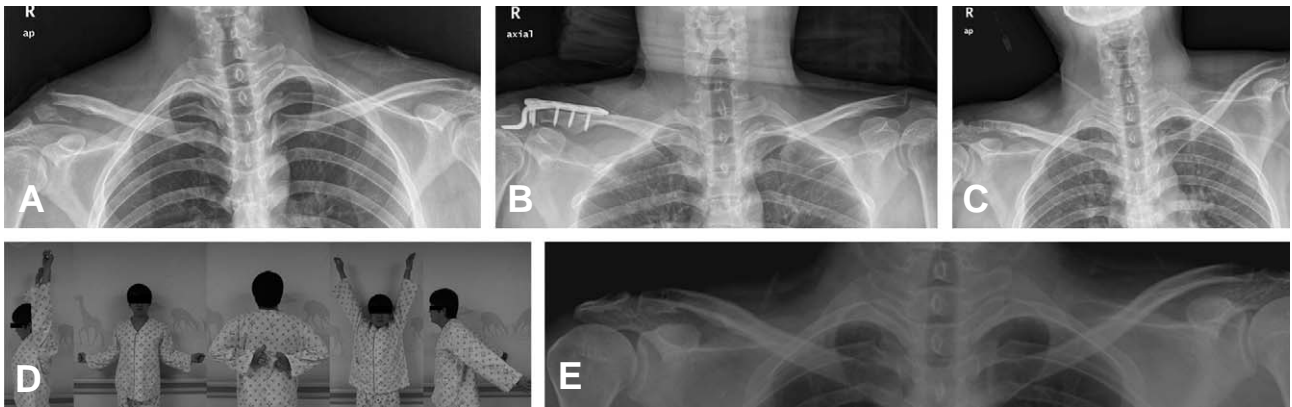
Radiographs of a distal clavicle fracture in a 26-year-old man. (A) Preoperative radiographs. The fracture was diagnosed as Neer type II. (B) Postoperative radiographs. The fracture was reduced and fixed using AO clavicle Hook plate (15 mm, 6 holes). (C) Hook plate was removed without any complication at postoperative 5 months and bony union was achieved. (D) At POD 1 year, ROM was shown. Forward flexion, external rotation, internal rotation, abduction, extension was 175, 85, 70, 165, 45 degrees. (E) Final follow-up radiograph, at POD 26 months.
